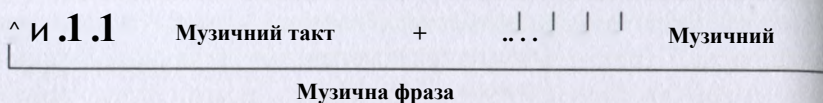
Структура музичної фрази
